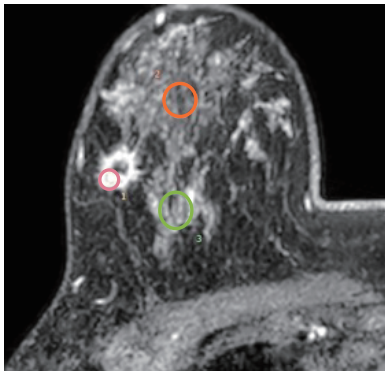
ダイナミック造影MRI (Region of Interest)
